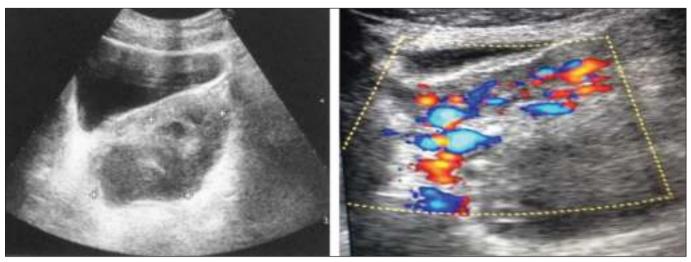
УЗИ с ЦДК правого яичника через 1 мес.
